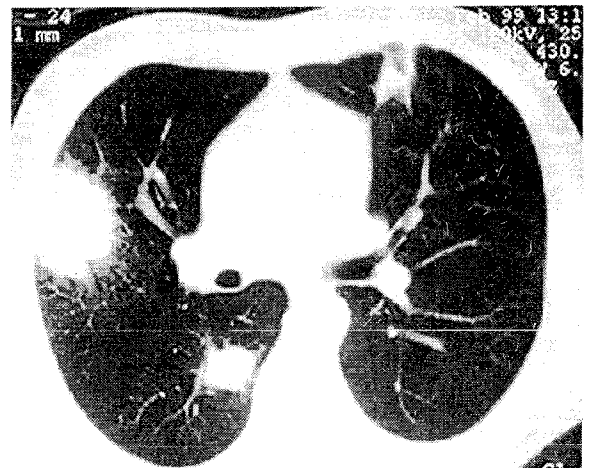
La Tomografía axial computarizada muestra infiltrados y cavitaciones.
